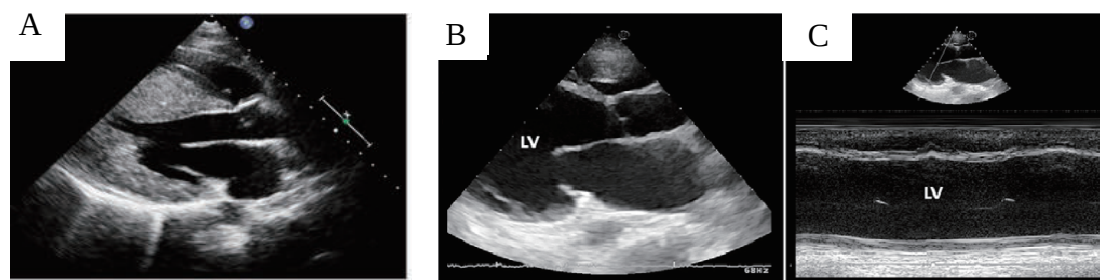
心エコーの画像. A. 肥大型心筋症の長軸像; 肥大した心筋と狭くなった左心室. B. 拡張型心筋症の長軸像; 拡張した心内腔. C. 拡張型心筋症のM-mode像; 収縮力の低下した心筋. Glob Cardiol Sci Pract. 2012(1):4. より.
